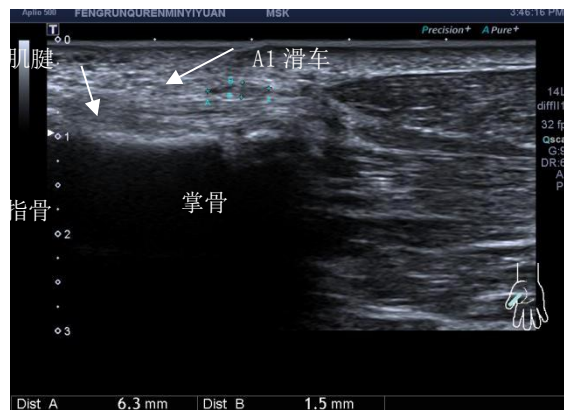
晚期患指超声表现。肌腱明显增粗和 A1 滑轮增厚 1.5mm
